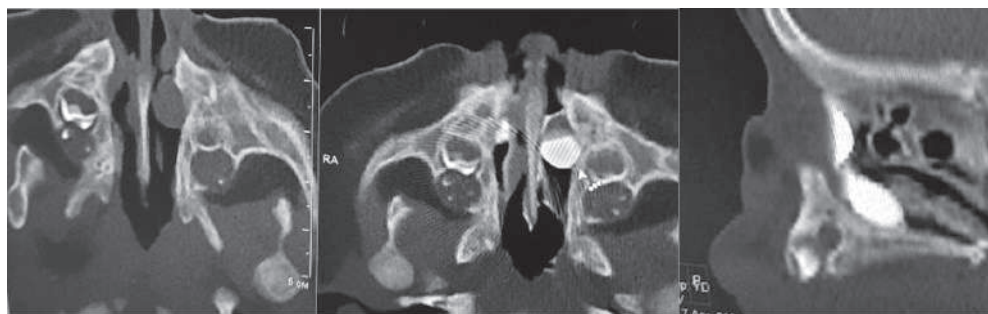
МС КТ слезоотводящих путей у ребенка с двусторонней назолакримальной кистой со скопившимся в кистозных полостях контрастом
